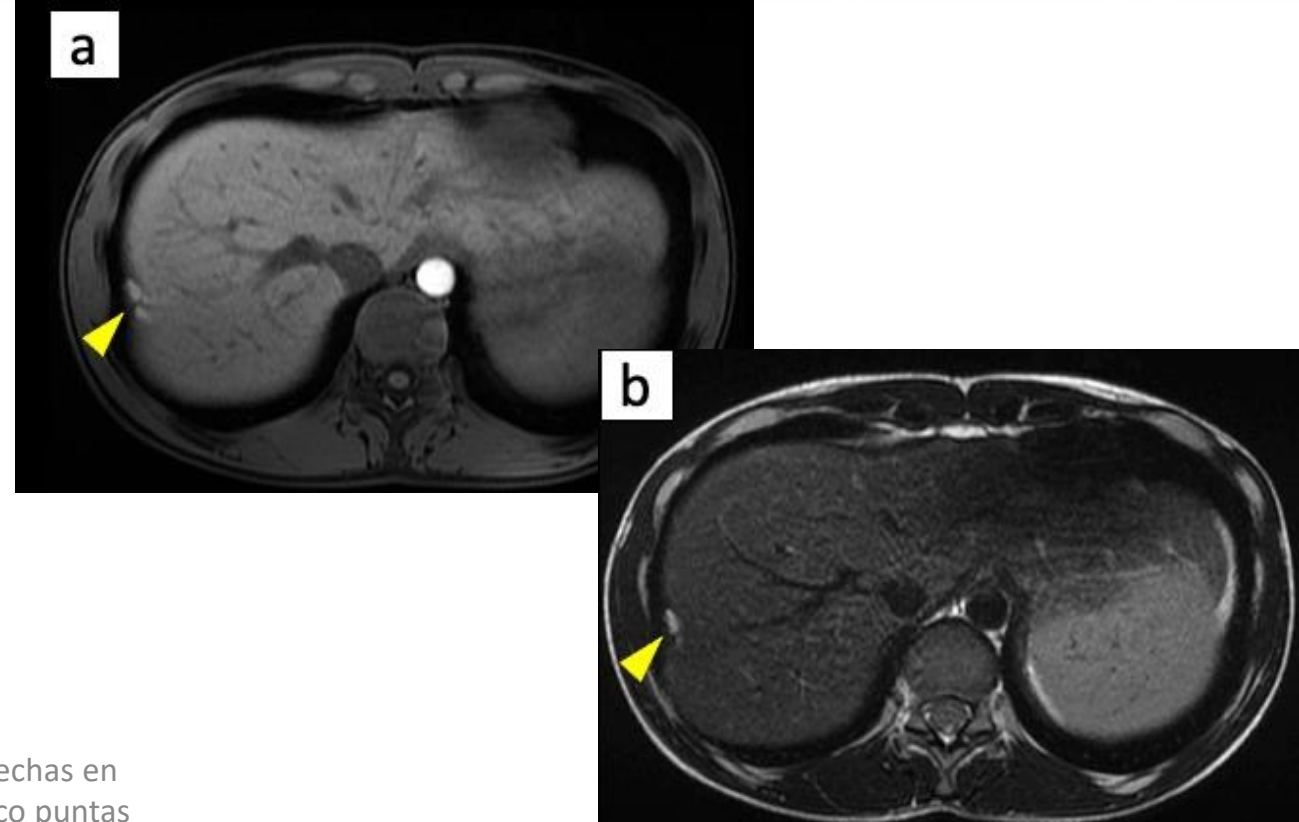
RM abdominal con secuencias axiales ponderadas en T1 (a) y T2 (b) realizada a una paciente evaluada por endometriosis abdominal, que reveló incidentalmente una lesión pseudonodular subcentimétrica en la pleura basal derecha (puntas de flecha), hiperintensa tanto en T1 como en T2, compatible con un pequeño endometrioma pleural.
